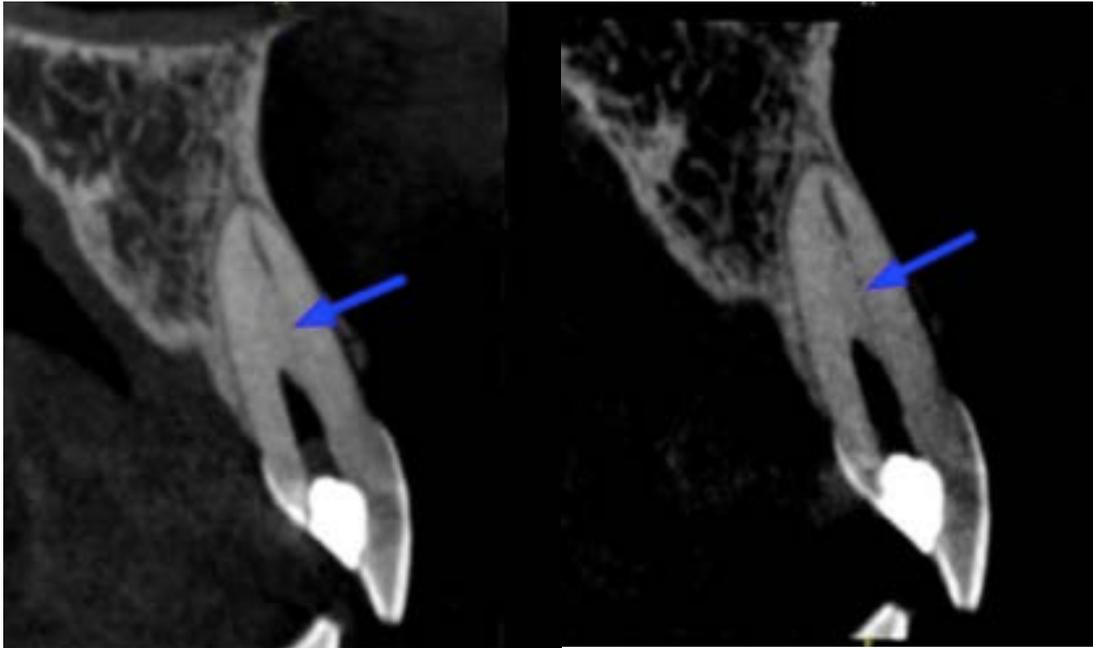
radiographie mettant en évidence les différences entre deux résolutions de Cone Beam (18).
